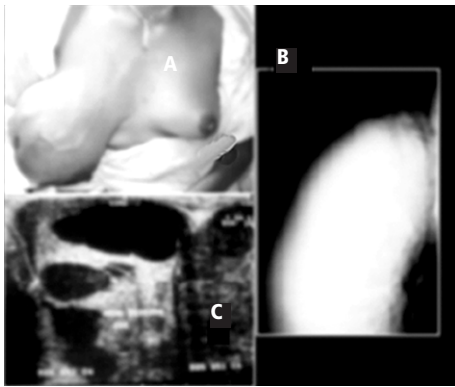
Foto clínica (A) que demuestra gran masa localizada en la mama derecha con red venosa colateral asociada. En la mamografía se observa importante aumento de la densidad del estroma y presencia de masa (B) no pudiendo determinar su naturaleza; en el ultrasonido (C) se aprecia masa sólida con un componente de múltiples imágenes quísticas alternadas con tejido estromal de aspecto sólido.
